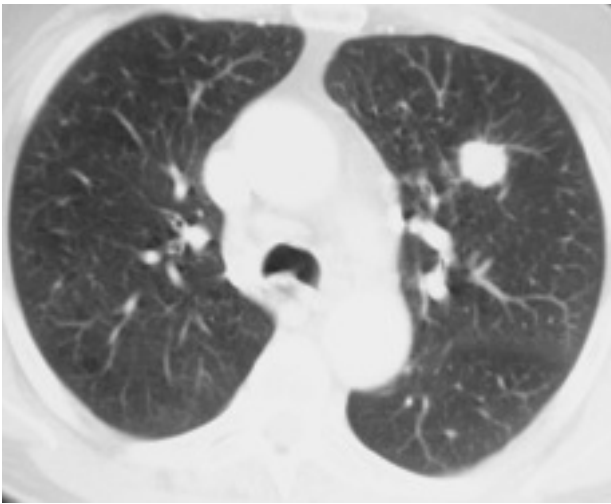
Tomografía computarizada torácica. Tumoración bien delimitada en la llingula.
